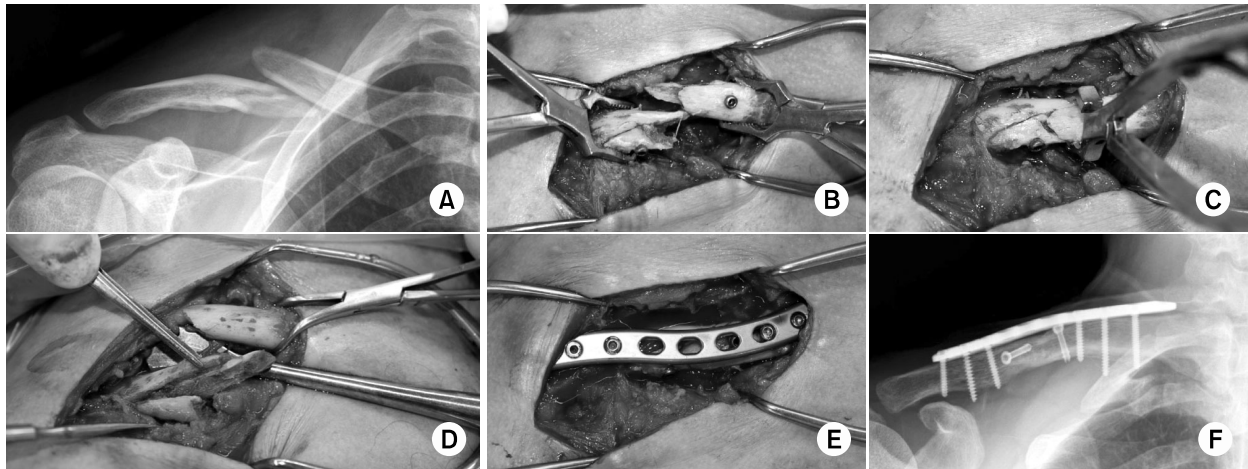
(A) Preoperative radiograph.
